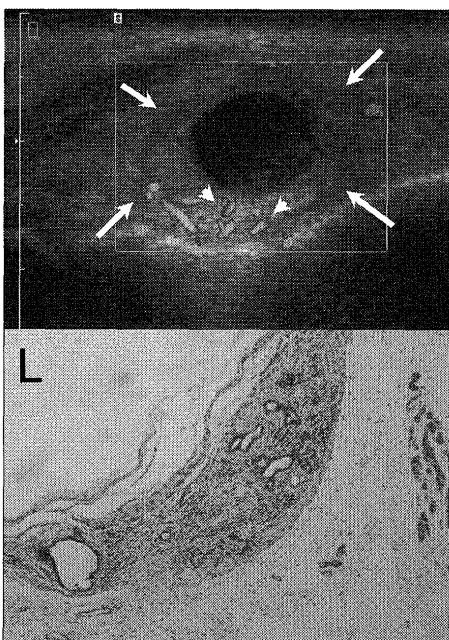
上：下唇の粘液囊胞（症例9）。円形の無エコーで、周囲には非常に厚い低エコー領域が見られる（矢印）。この部にはパワードプラにて血流が観察される（矢頭）。
